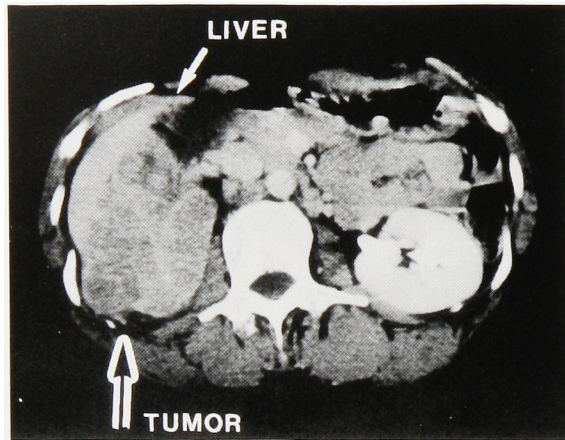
CT scan revealed heterogeneous tumor in the upper pole of the right kidney.
